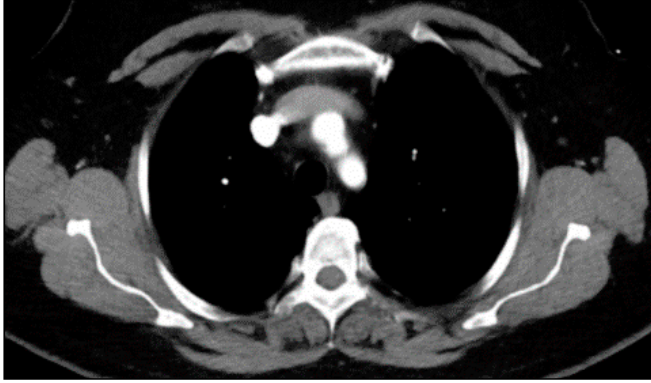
61 yaşında olguya ait toraks BT'de radyolojik olarak lenf nodu durumu negatif olarak değerlendirilmiş olup patoloji sonucu da aksiller metastaz negatif şeklindedir (gerçek negatif olgu örneği).
